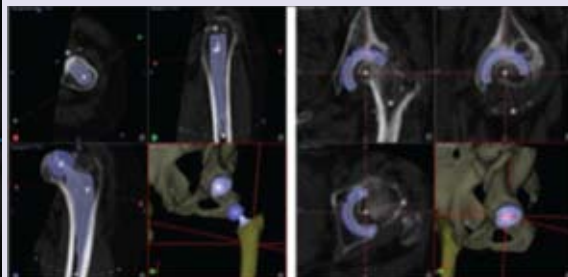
(a) 2D-digital template, (b) 3D-template with preoperative CT
